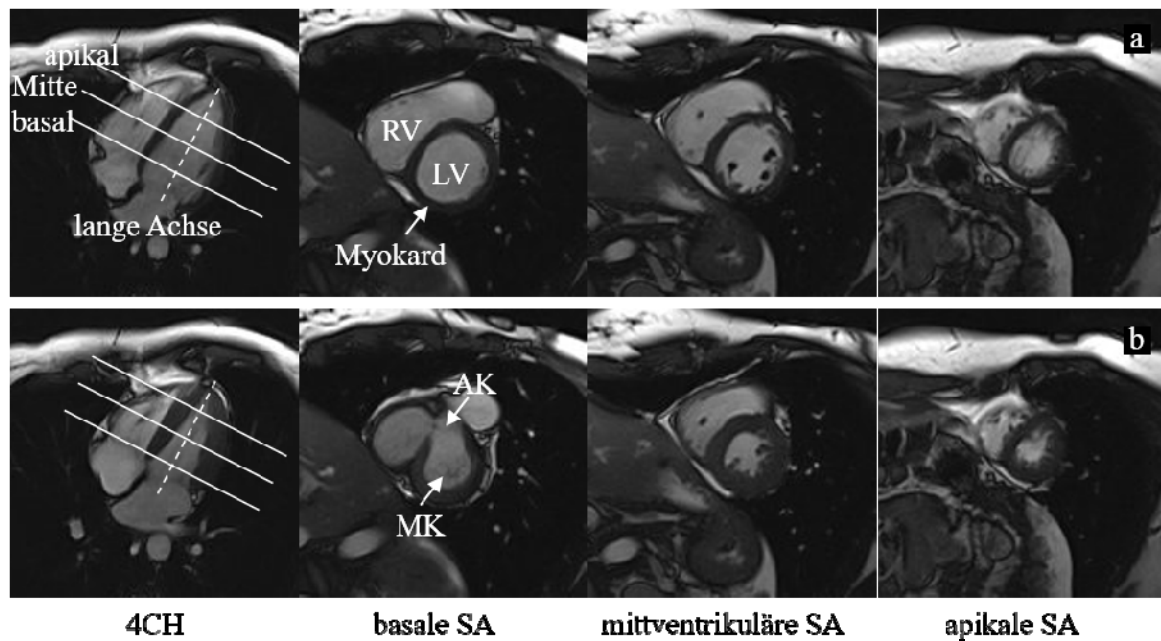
Enddiastolische (a) und endsystolische (b) SSFP-Schnittbilder des linken Ventrikels in Kurzachsenorientierung (SA) und ihre Position im 4-Kammerblick (4CH). In Kurzachsenschnittbildern ist der linke Ventrikel (LV) typischerweise kreisrund dargestellt, daneben der halbmondförmige rechte Ventrikel (RV), getrennt durch das septale Myokard. In basalen SA-Schnitten ist die Mitralklappe (MK) sowie der aortale Ausflusstrakt bis zur Aortenklappe (AK) zu sehen. Herz-MRT Aufnahmen (1.5T Magnetom Sonata, Siemens) eines gesunden Probanden. Universitätsklinik für Radiologie, Allgemeine Radiologische Diagnostik, Medizinische Universität Graz.
